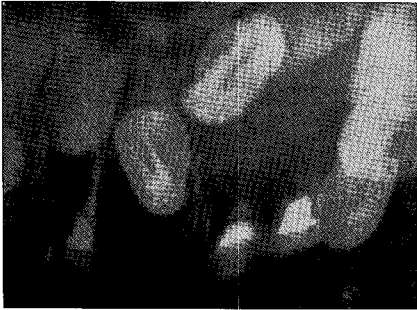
Periapical view taken before visiting our clinics
